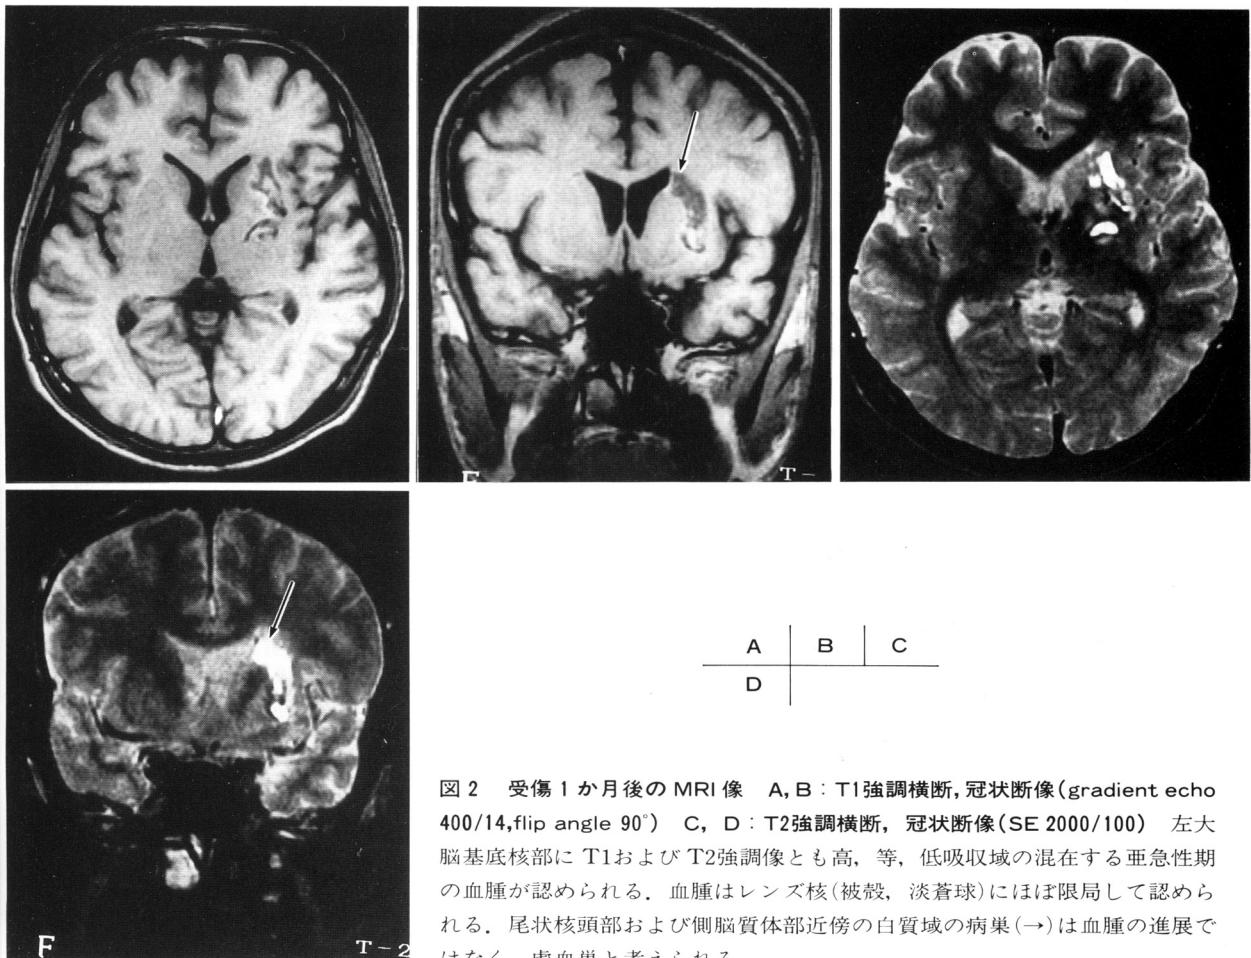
受傷1か月後のMRI像 A, B: T1強調横断, 冠状断像 (gradient echo 400/14, flip angle 90°) C, D: T2強調横断, 冠状断像 (SE 2000/100) 左大脳基底核部に T1および T2強調像とも高, 等, 低吸収域の混在する亜急性期の血腫が認められる. 血腫はレンズ核(被殻, 淡蒼球)にはほぼ限局して認められる. 尾状核頭部および側脳質体部近傍の白質域の病巣(→)は血腫の進展ではなく, 虚血巣と考えられる.
